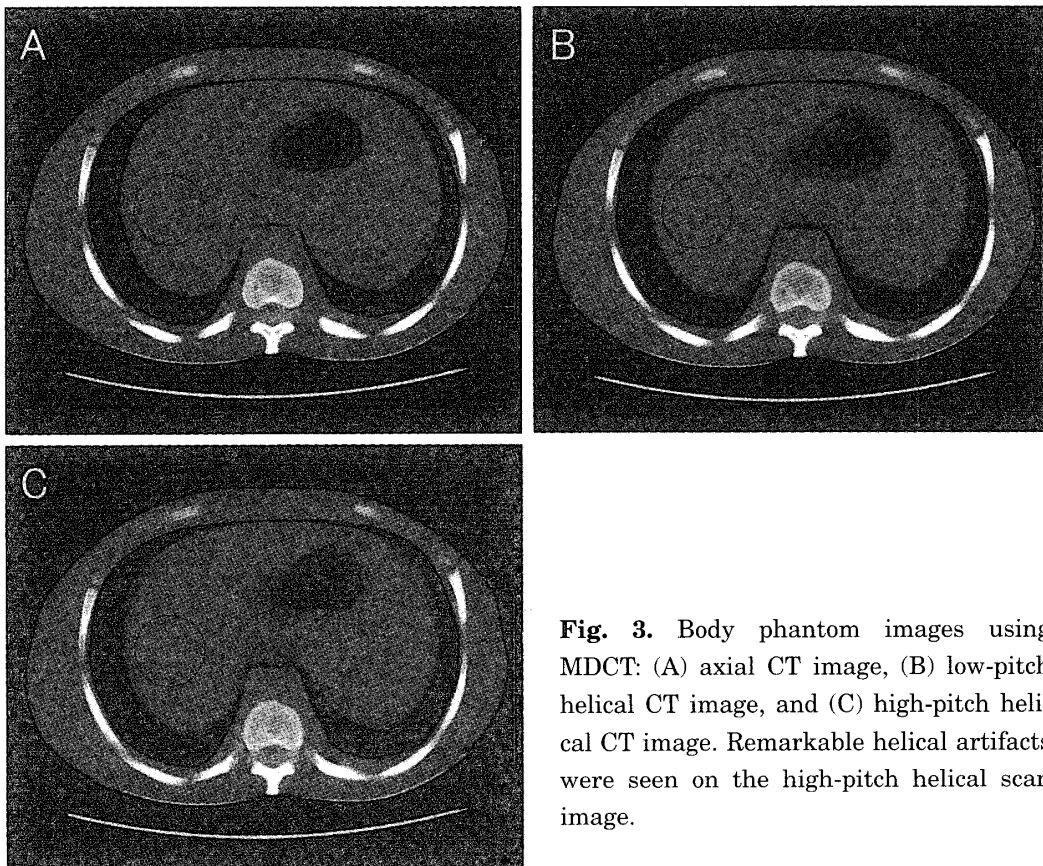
Body phantom images using MDCT: (A) axial CT image, (B) low-pitch helical CT image, and (C) high-pitch helical CT image. Remarkable helical artifacts were seen on the high-pitch helical scan image.
